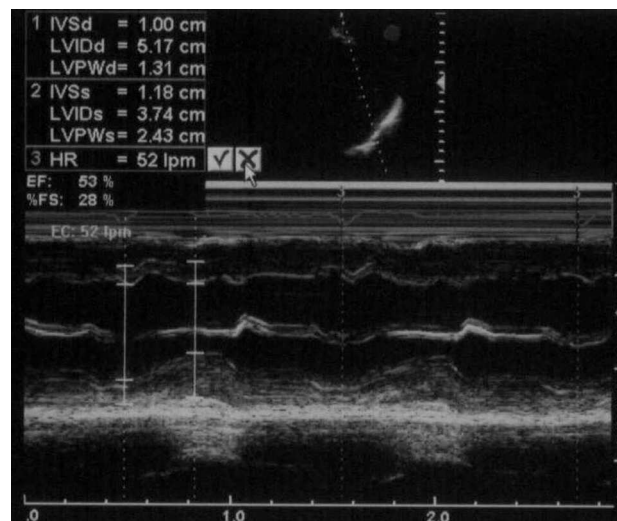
Ecocardiograma bidimensional tras 14 meses en tratamiento con un análogo de la somatostatina que muestra normalización de los diámetros y de la contractilidad ventricular izquierda.
